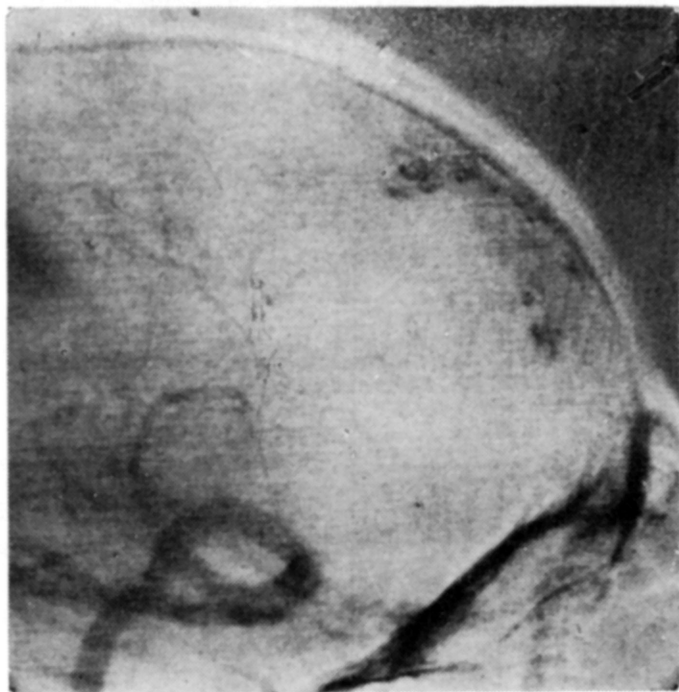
Radiografia contrastada mediante punção direta mostrando hemangioma cavernoso frontal e sua drenagem venosa para o seio sagital superior e seio cavernoso.*
